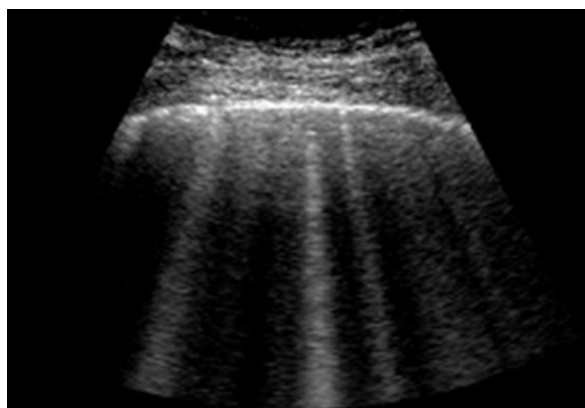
Ecografía pulmonar en modo B donde se aprecian las líneas B.
